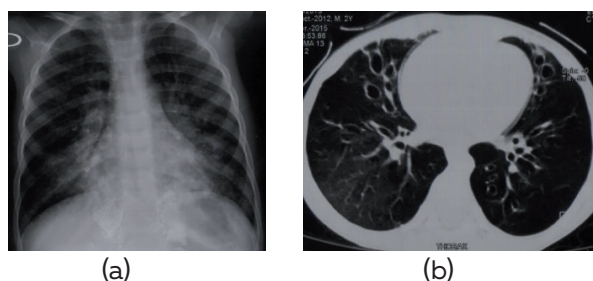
Imagerie thoracique de l'observation n°4 : Radiographie du thorax initiale (a) : pneumopathie étendue bilatérale ; Scanner thoracique (b) : bronchectasies diffuses, diminution de la vascularisation parenchymateuse, et aspect en verre dépoli.
